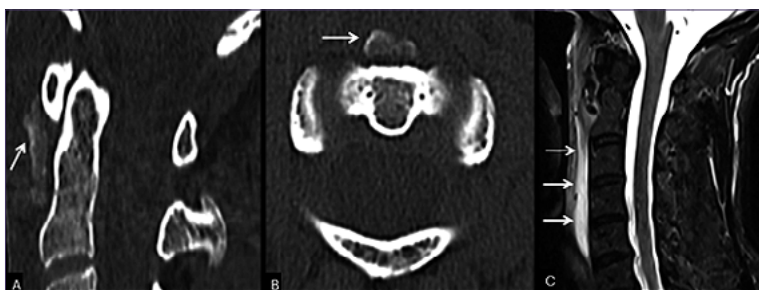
Paciente mujer de 61 años consulta por odinofagia severa y cervicalgia, los hallazgos por TC son compatibles con una tendinopatía cálcica del *longus colli*. A y B) Reconstrucción sagital e imagen axial de la TC de columna cervical, demuestran una gruesa calcificación amorfa en el aspecto anterior C1-C2 por debajo del atlas; C) RM de columna cervical de la misma paciente en secuencia T2/STIR sagital muestra extenso edema prevertebral.
